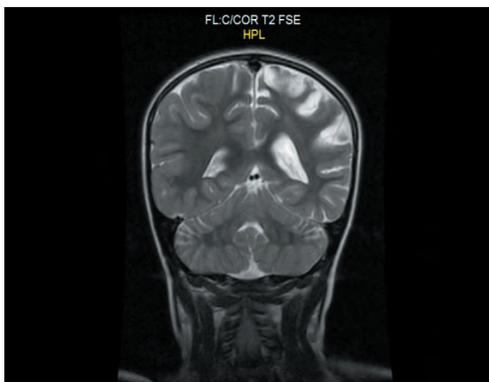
Пациентка И., 5 лет. На МРТ головного мозга выявляется гемиатрофия левого полушария
